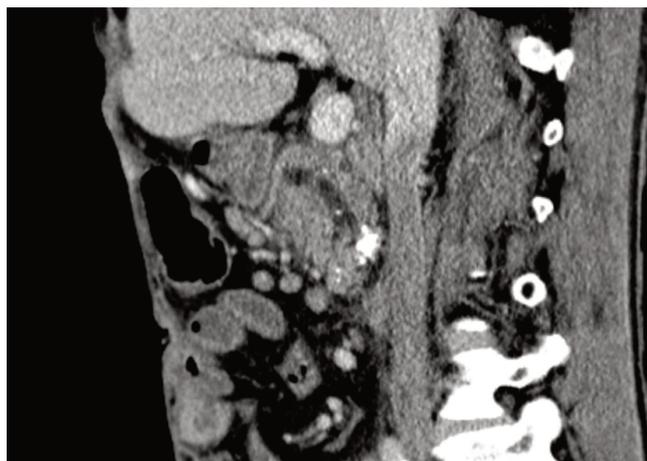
Компьютерная томограмма органов брюшной полости, венозная фаза сканирования, сагиттальная плоскость. Расширение Вирсунгова и Санториниева протоков поджелудочной железы, кальциноз дистального отдела главного панкреатического протока
